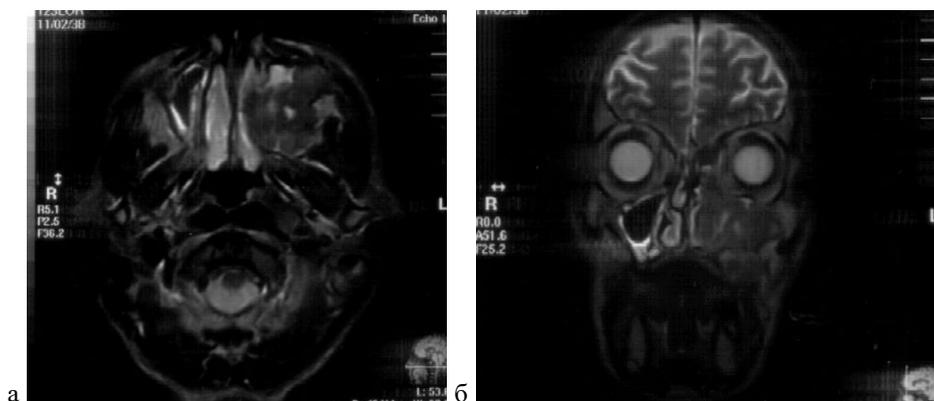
МРТ черепа: а – аксиальная проекция (патологический процесс занимающая левую верхнечелюстную пазуху, занимает полость носа слева и прорастает в мягкие ткани левой щеки); б – фронтальная проекция (патологический процесс занимающая левую верхнечелюстную пазуху с полостью носа слева и распространяется в мягкие ткани левой щеки).
